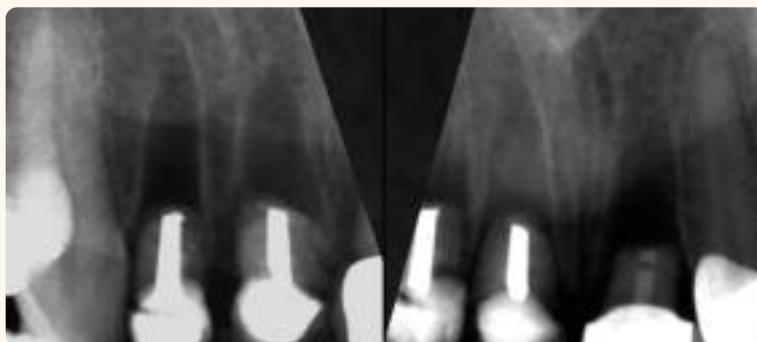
Röntgenkontrolle der Fragmente: deutlich sichtbar das Volumendefizit zwischen Alveole 21 und mittlerem Wurzelsegment von Zahn 11
